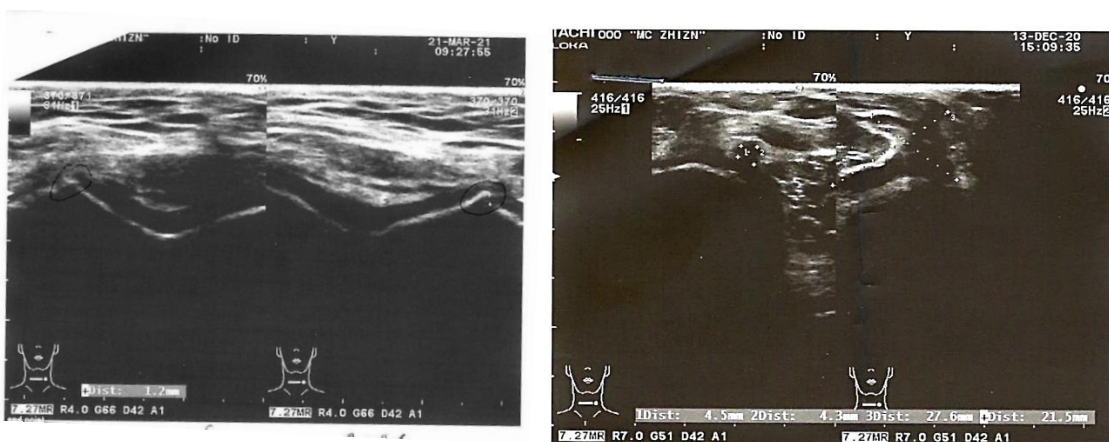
Пациентка С., 44 лет, остеоартрит II рентгенологической стадии, УЗИ коленных суставов. Слева: остеофиты в области медиальных мыщелков. Справа: кисты Бейкера обоих коленных суставов, больше справа (площадь кисты Бейкера справа - 5,9 см², слева - 0,2 см²).
